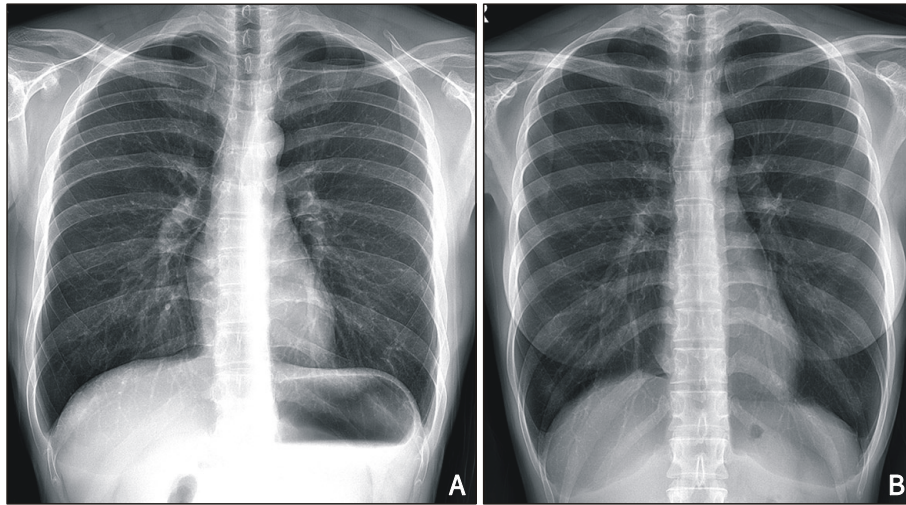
Plain chest radiography findings of asthma patients. (A) Normal, (B) Hyperinflated lung.
